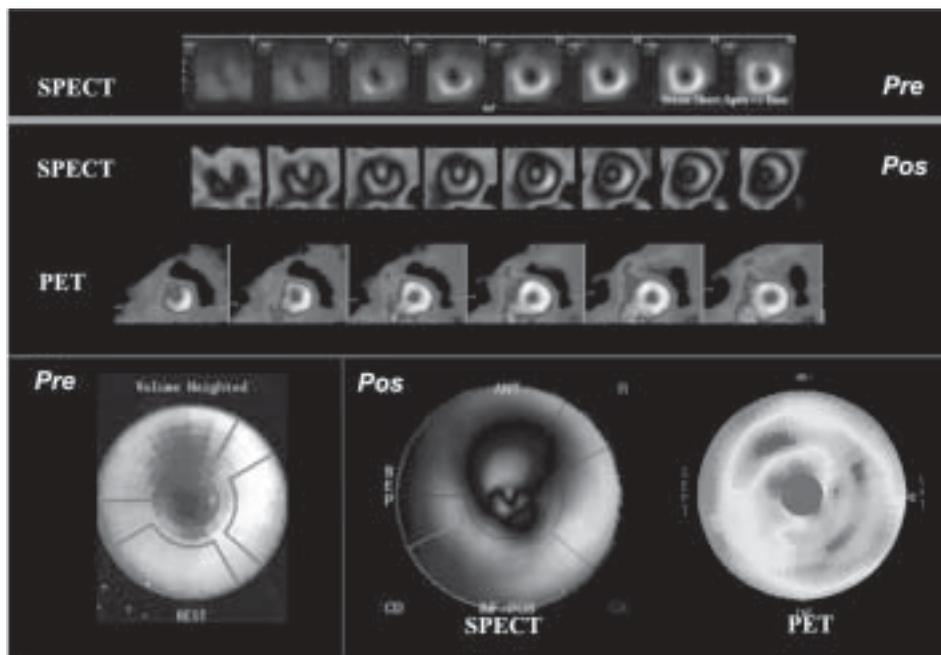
Estudio de perfusión preoperatorio y posoperatorio en un paciente a los 8 meses de seguimiento. Se observa mayor perfusión en los segmentos anteriores (basal y medio) y en los segmentos apicales, inferior, inferoseptal y lateral, que se corresponden con viabilidad en PET.
